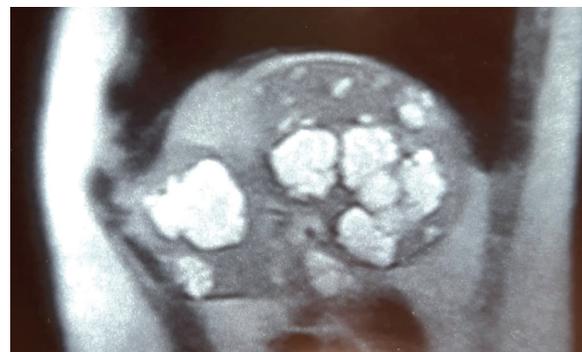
Лучевые методы диагностики: МРТ селезенки. В селезенке визуализируются множественные кистозные, преимущественно многокамерные (мультифокальные с перегородками) образования с бугристыми контурами без перифокального отека.
